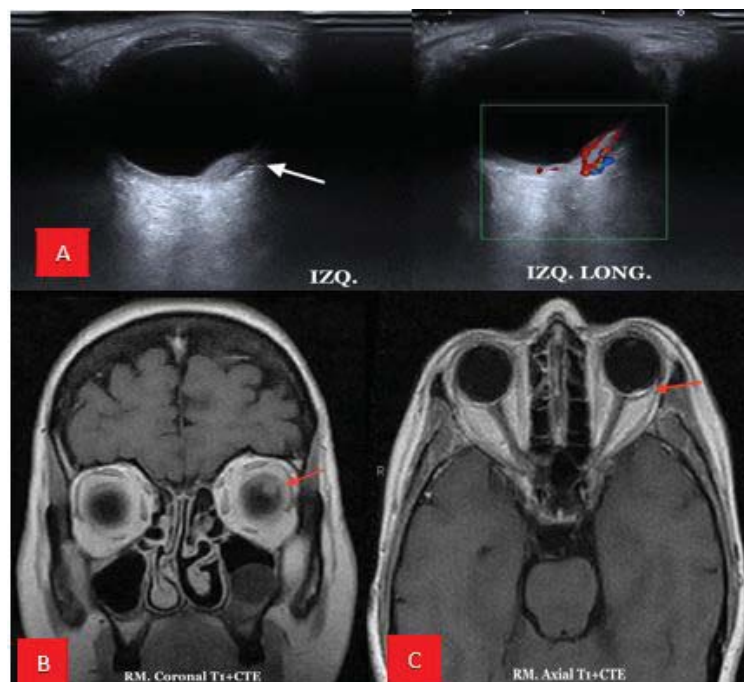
A: Ecografía modo B. Morfología lenticular de la lesión, presenta vascularización. B: RMN Realce homogéneo de la lesión. C: RMN Lesión hiperintensa que presenta intenso realce homogéneo tras la administración de gadolinio.
